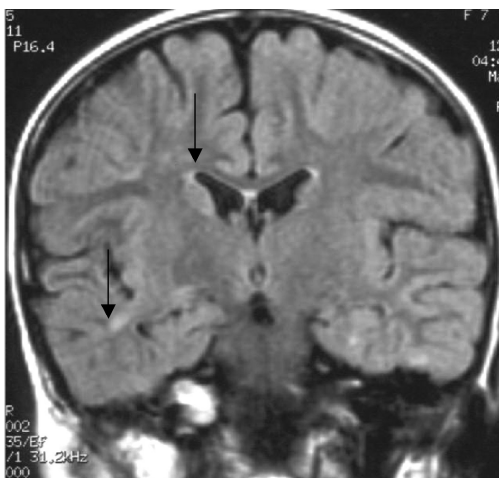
RMN agosto de 2003: Se observa marcada involución de las áreas de compromiso y de captación de contraste a nivel de los pedúnculos cerebelosos y sustancia blanca adyacente a astas occipitales y temporales de los ventrículos laterales y espacio subaracnoideo a dichos niveles. Persisten zonas de compromiso en sustancia blanca periventricular adyacentes a atrios ventriculares y a astas frontales.
